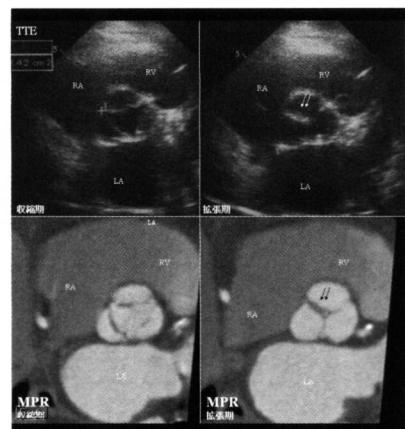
TTE 大動脈弁短軸像（上段）,CT画像MPR表示
